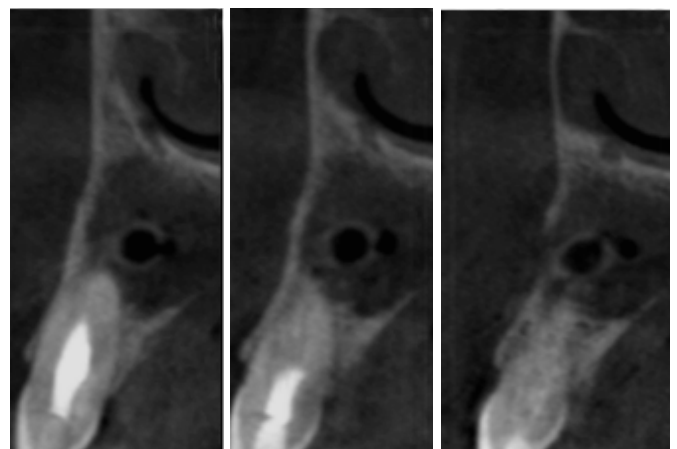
Corte sagital de CBCT a los 12 meses. No existe abombamiento de cortical vestibular ni lingual, ni hay comunicación con seno maxilar.
